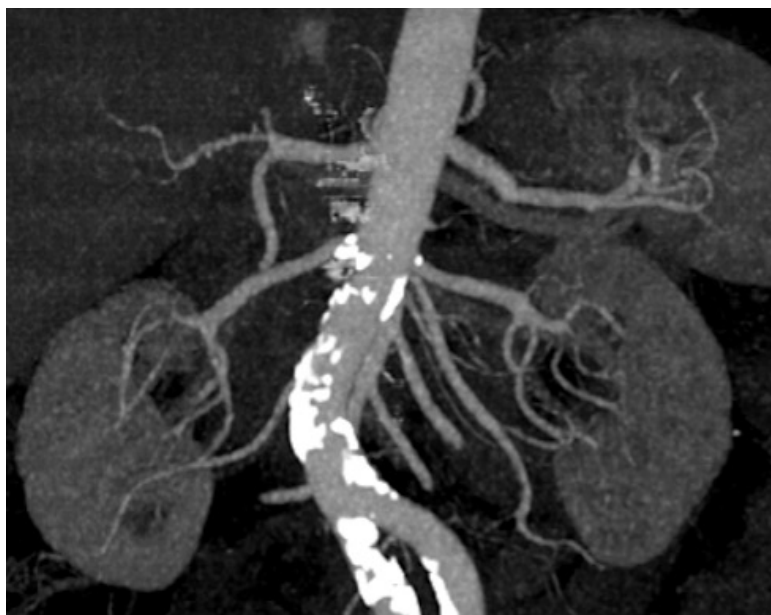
Angio-TC de aorta abdominal y sus ramas. Reconstrucción 3D-MIP. Servicio de Radiodiagnóstico del Hospital General Universitario Reina Sofía de Murcia.
